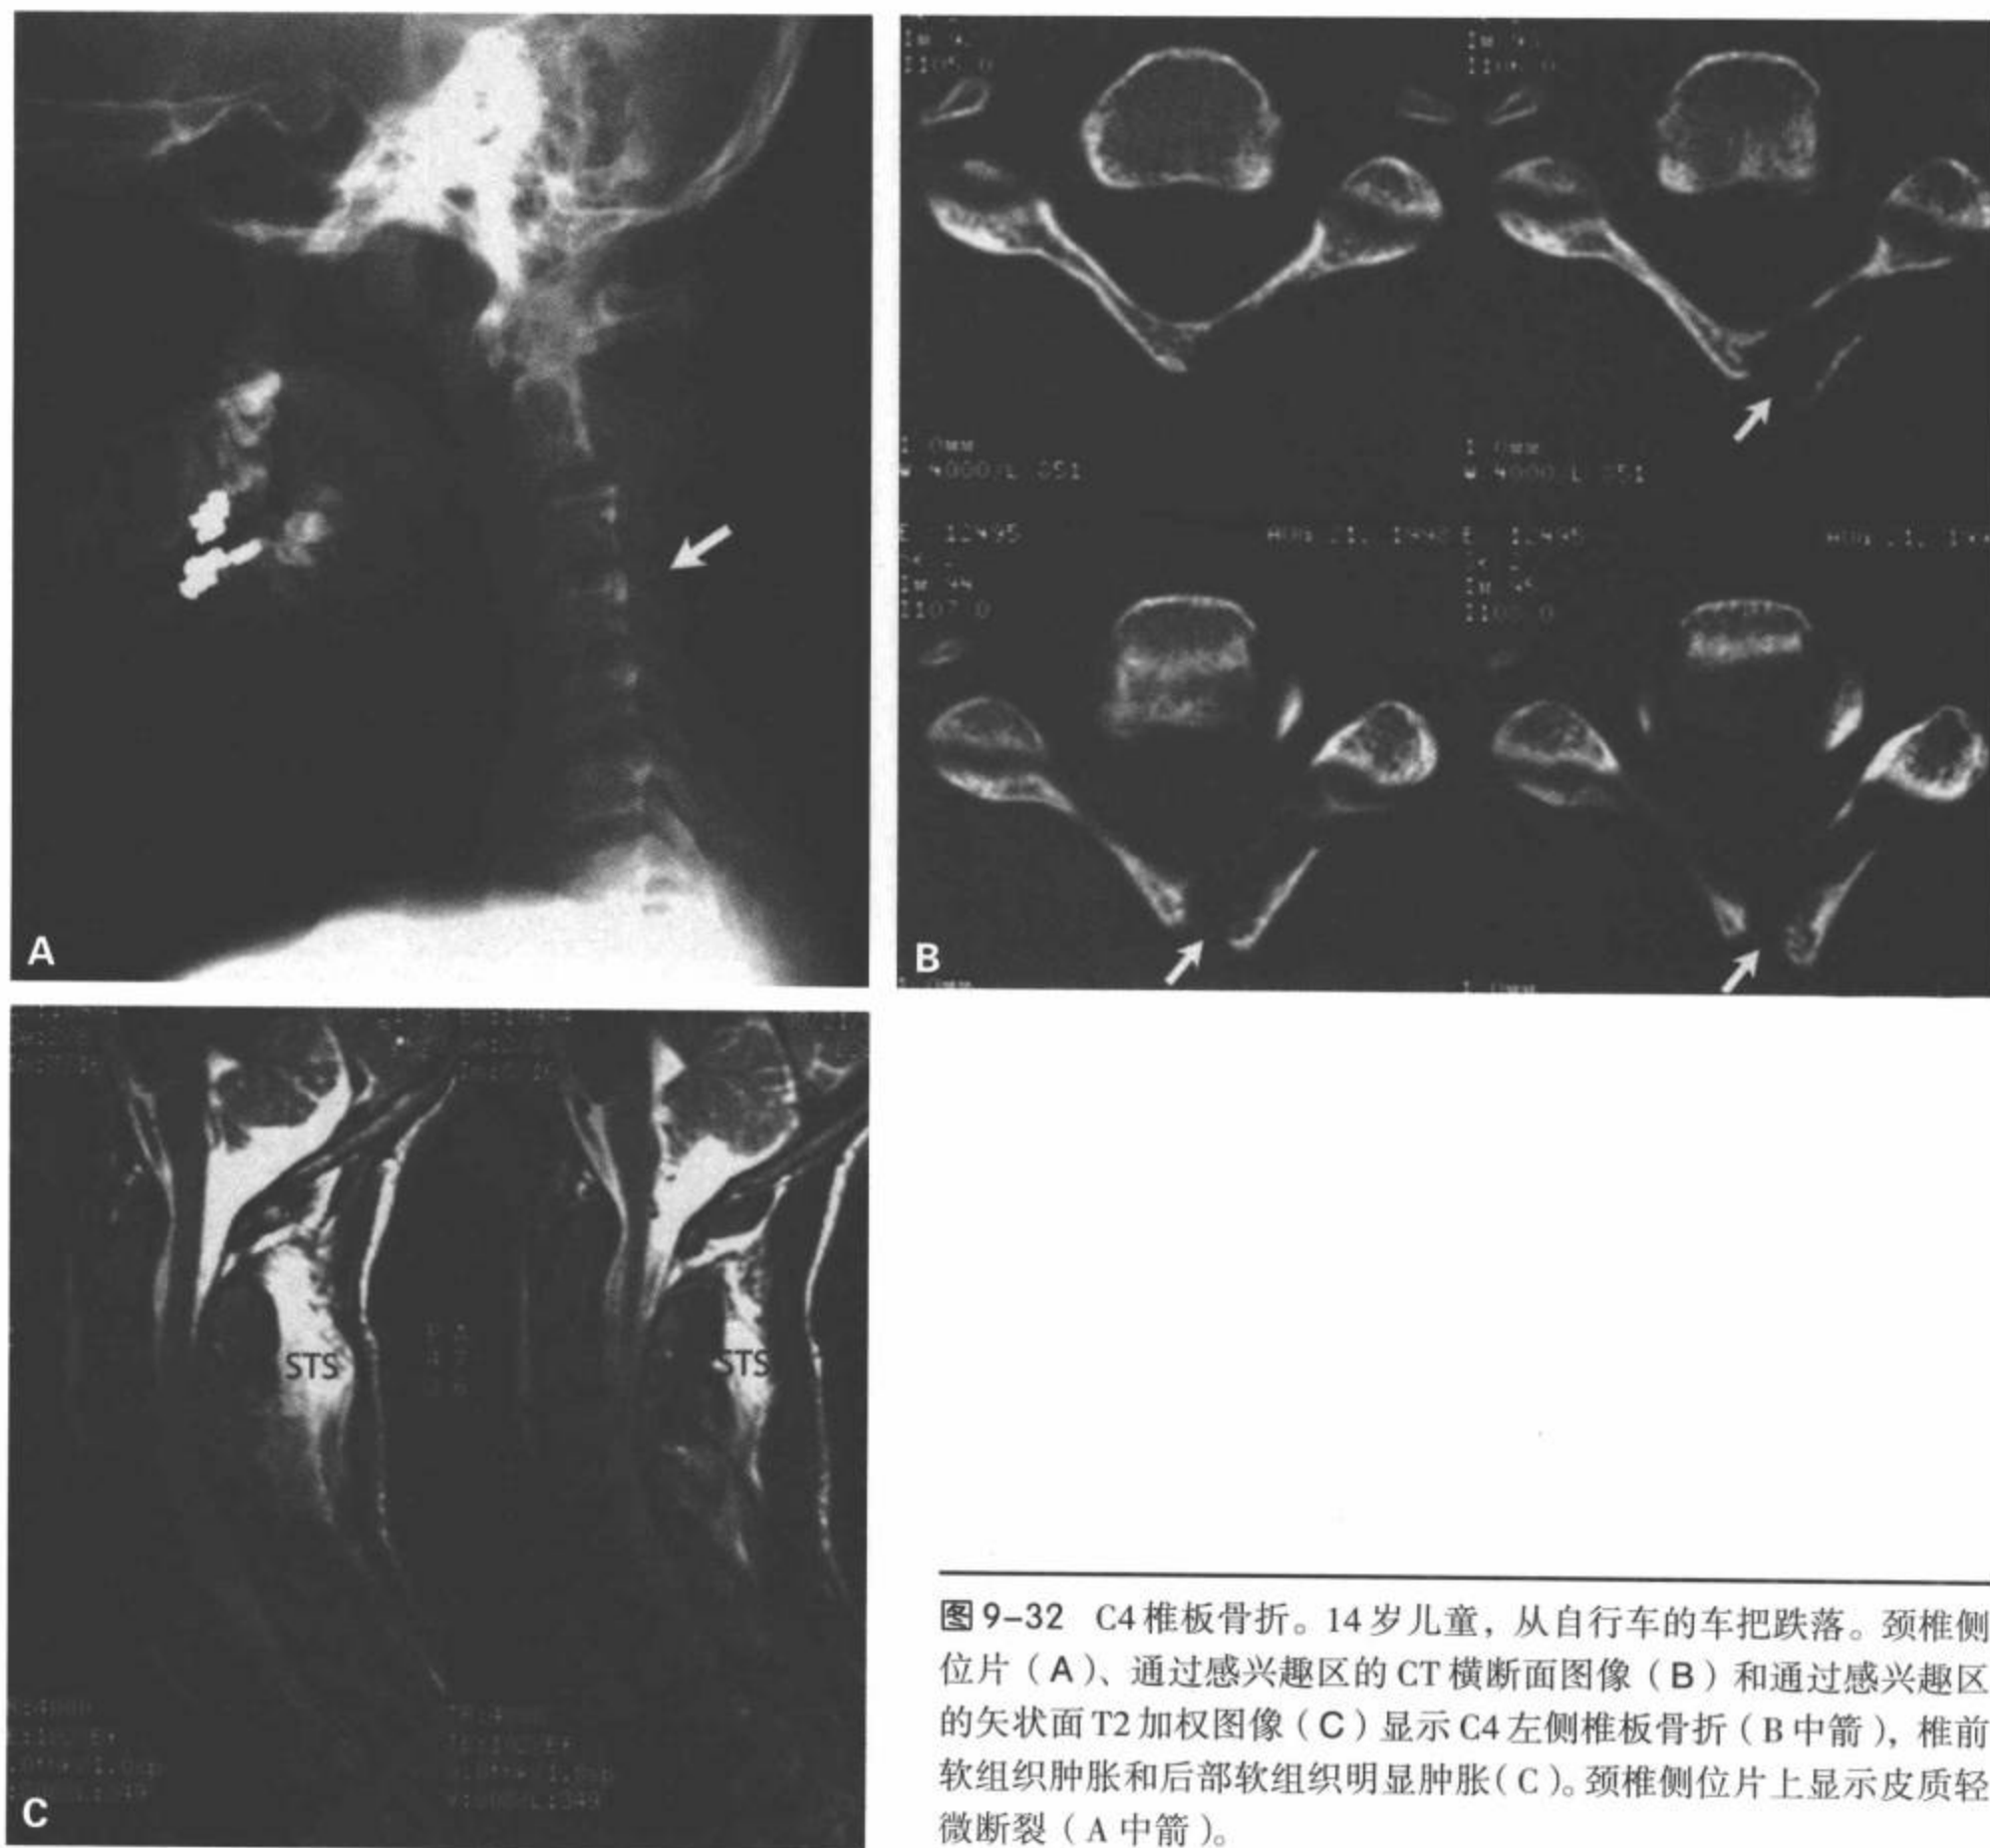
C4椎板骨折。14岁儿童，从自行车的车把跌落。颈椎侧位片(A)、通过感兴趣区的CT横断面图像(B)和通过感兴趣区的矢状面T2加权图像(C)显示C4左侧椎板骨折(B中箭)，椎前软组织肿胀和后部软组织明显肿胀(C)。颈椎侧位片上显示皮质轻微断裂(A中箭)。
